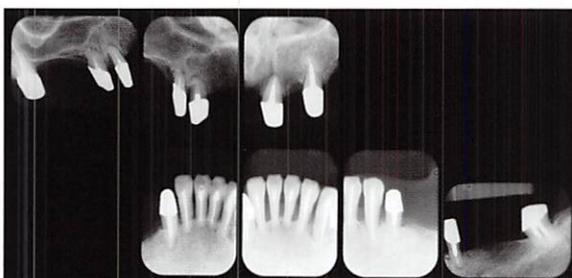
1987年12月のデンタルX線写真（処置修了後7か月）
